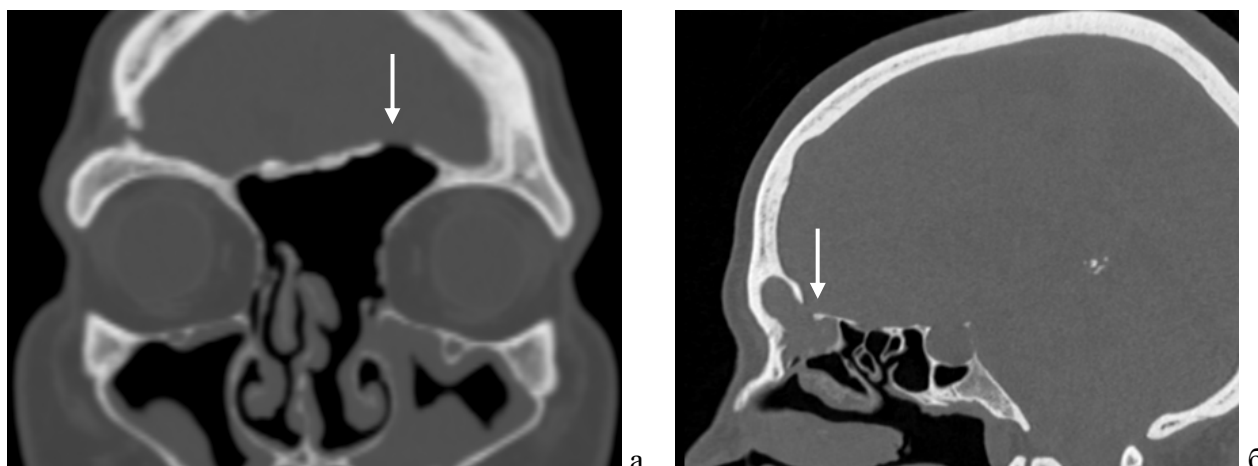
КТ головного мозга: а – фронтальная проекция, послеоперационные изменения после пластики дефекта задней стенки лобной пазухи (указан стрелкой), отсутствует левая средняя носовая раковина, пристеночное снижение пневматизации верхнечелюстных пазух; б – сагиттальная проекция, мукоцеле лобной пазухи после эндоназального закрытия дефекта задней стенки лобной пазухи (указан стрелкой)
